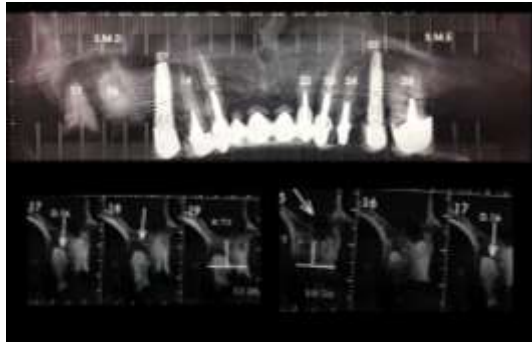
Tomografia inicial da maxila.
